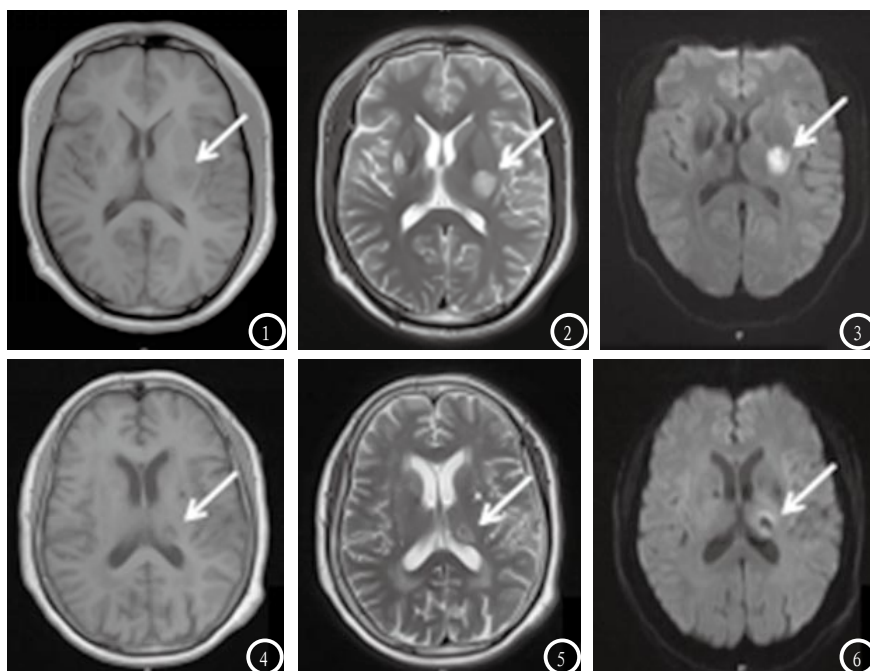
病例1, 刘某, 男, 51岁, 急性脑梗死患者(发病后12h), MRI结果显示左侧基底节区类圆形梗死灶, T1WI呈稍低信号(图1), T2WI呈高信号(图2), DWI呈均匀高信号(图3), 梗死灶周围未见水肿。图4-6 病例2, 张某, 女, 67岁, 急性期脑出血(发病后2h)患者, MRI结果显示左侧丘脑类圆形出血灶, T1WI呈稍低信号(图4), T2WI呈不均匀高信号(图5), 其内见点状低信号, DWI呈不均匀的混杂信号(图6), 且出血灶外围可见轻度水肿带。
